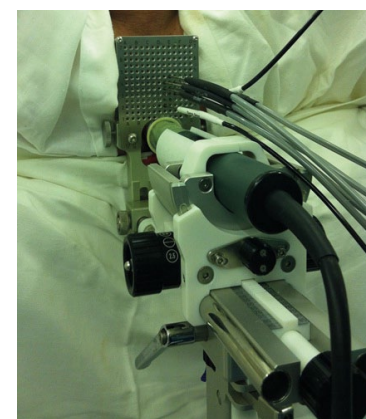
Криоиглы и термосенсоры введены в левую долю предстательной железы. Начинается процесс замораживания под контролем ТРУЗИ.
